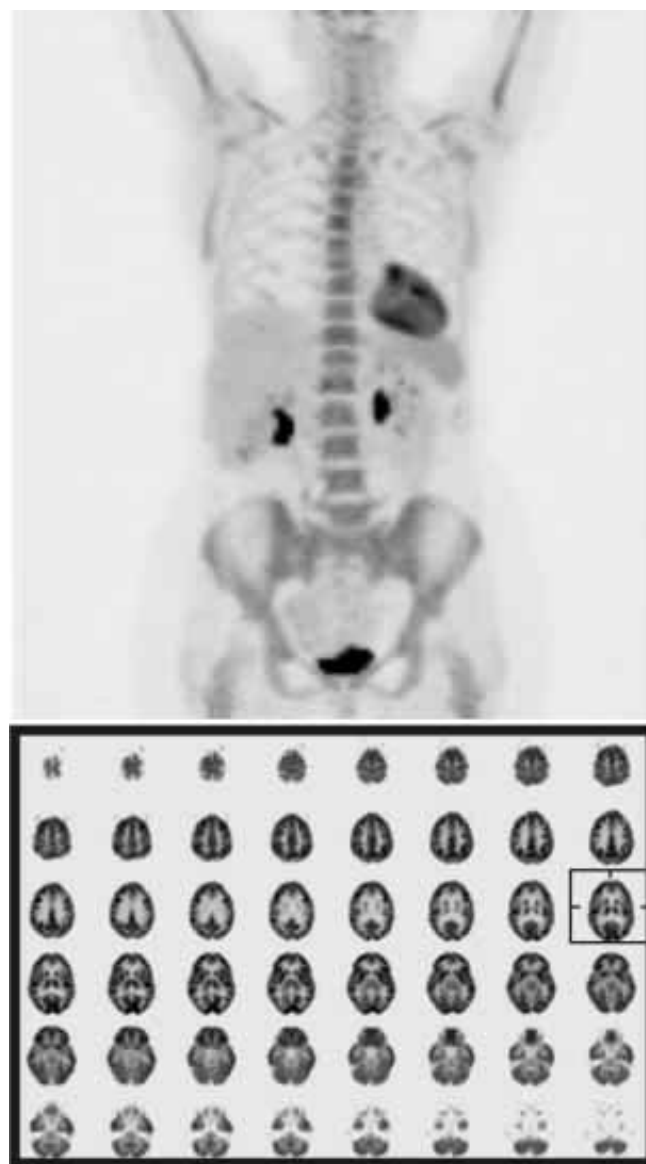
Arriba, biodistribución normal de la FDG-F18, aproximadamente 60 minutos después de su aplicación IV. Abajo, corte tomográfico axial de la distribución normal del mismo radiofármaco en el tejido cerebral. Imágenes cortesía de la Universidad de Michigan.
